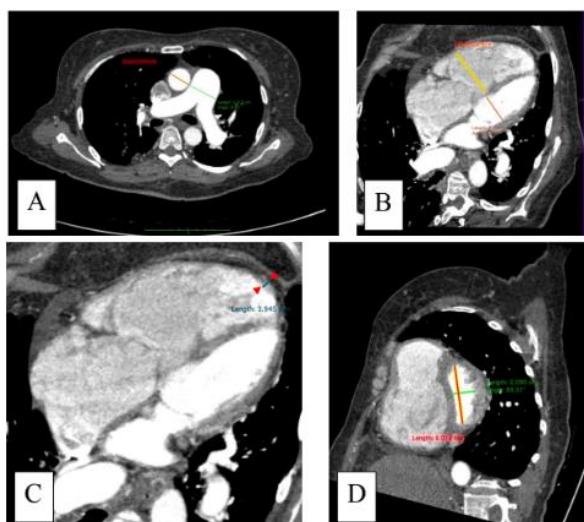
Measurement techniques for the five cardiac CT parameters. (A) Diameters of the mPA (green line) and ascending aorta (red line) measured on axial CT images at the level of the pulmonary artery bifurcation. (B) Maximum mid-transverse diameters of the RV (yellow line) and LV (red line) measured on axial CT images at end-diastole. (C) RV wall thickness measured on axial images at the thickest part of the RV free wall during the diastolic phase. (D) Eccentricity index (EI) measured on short-axis images at the level of the papillary muscles during end-systole. $EI = D2$ (red line, parallel to the septum)/ $D1$ (green line, perpendicular to the septum)
